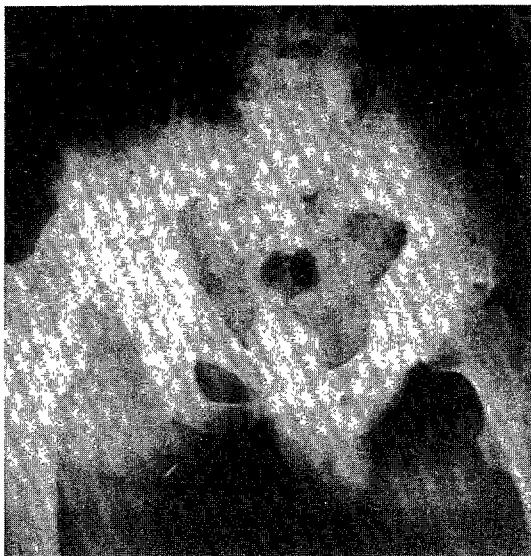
X-ray film of immediate posttrauma.
